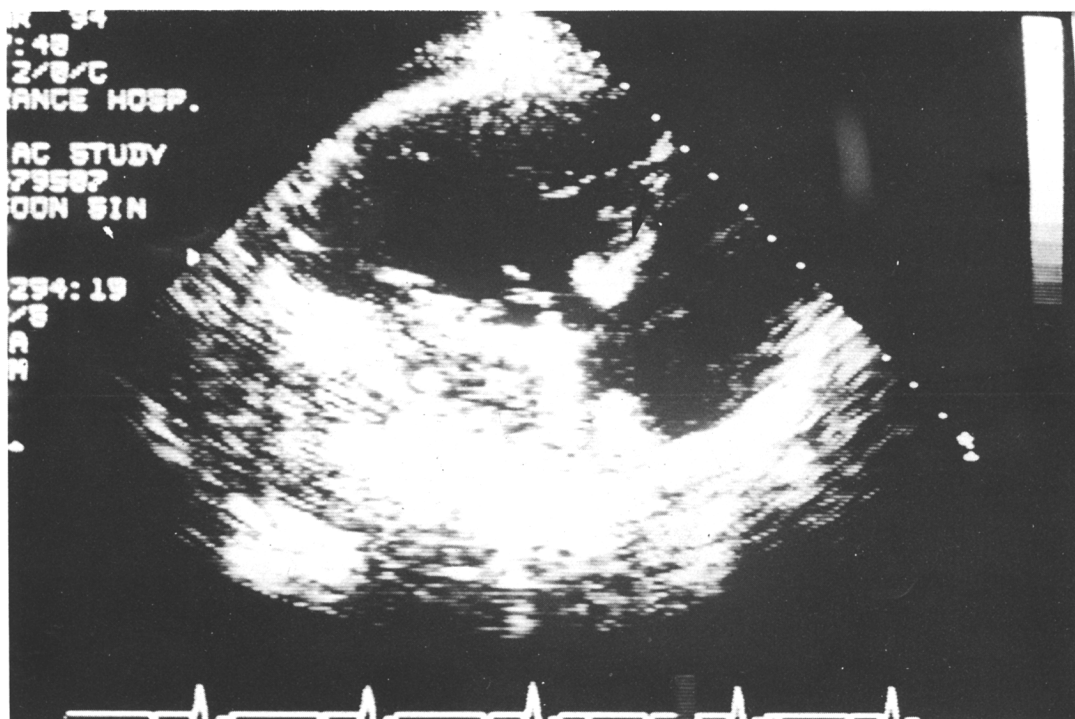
Transthoracic echocardiography of RV inflow view revealed echogenic density floating around the right atrium.
